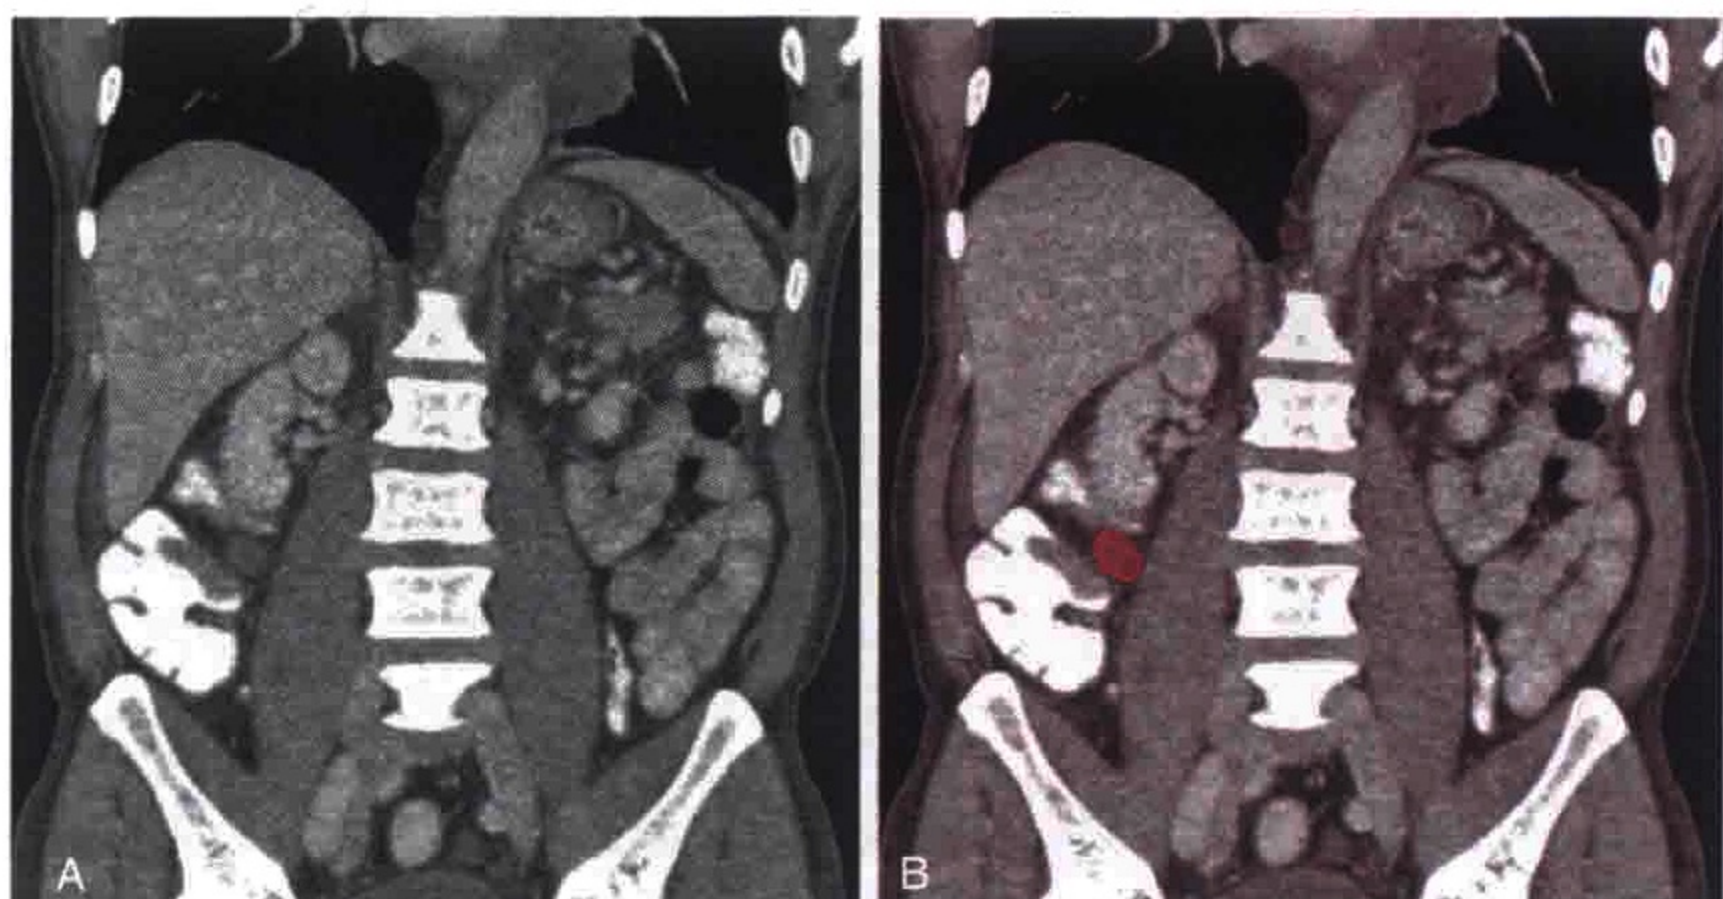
CT 重组冠状位示盲肠癌患者出现明显肿大的回结肠淋巴结（红色）
